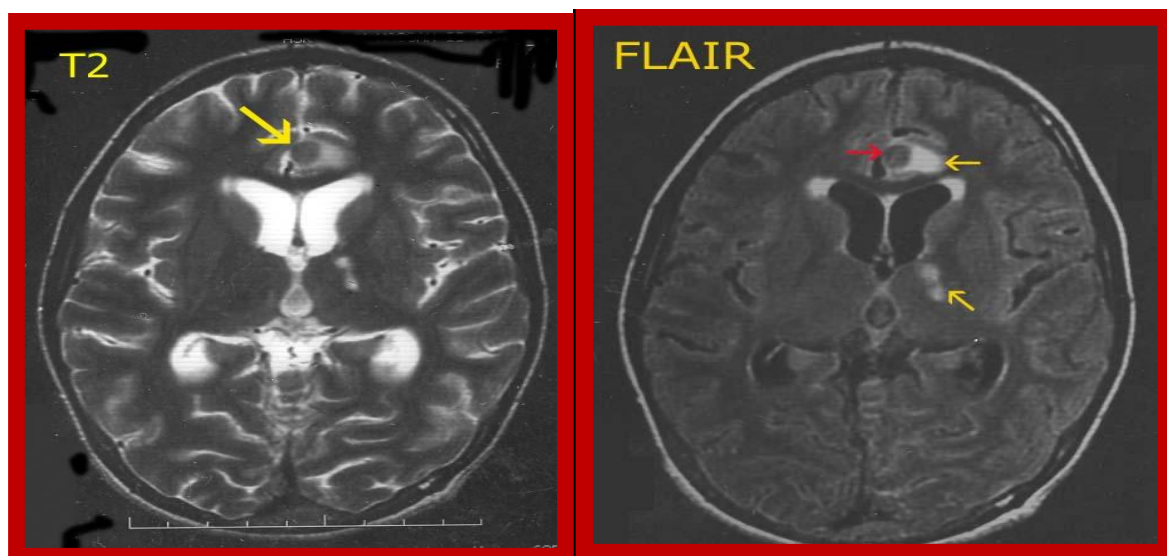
Séquence IRM coupe axiale. A gauche en T2 montrant un tuberculome cérébral (flèche jaune) et à droite en FLAIR montrant le tuberculome cérébral (flèche rouge) et une lésion ischémique du bras postérieur de la capsule interne gauche. (Flèche jaune).
